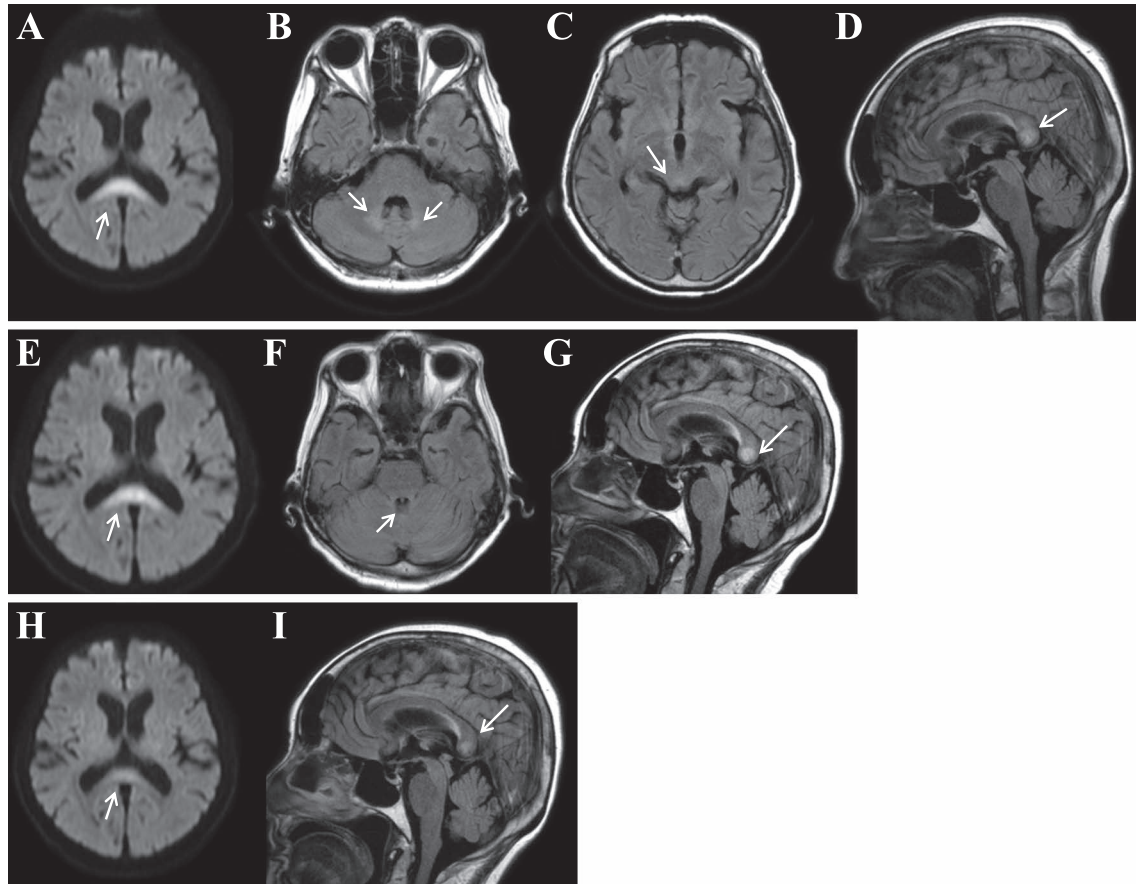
Brain MRI changes.
